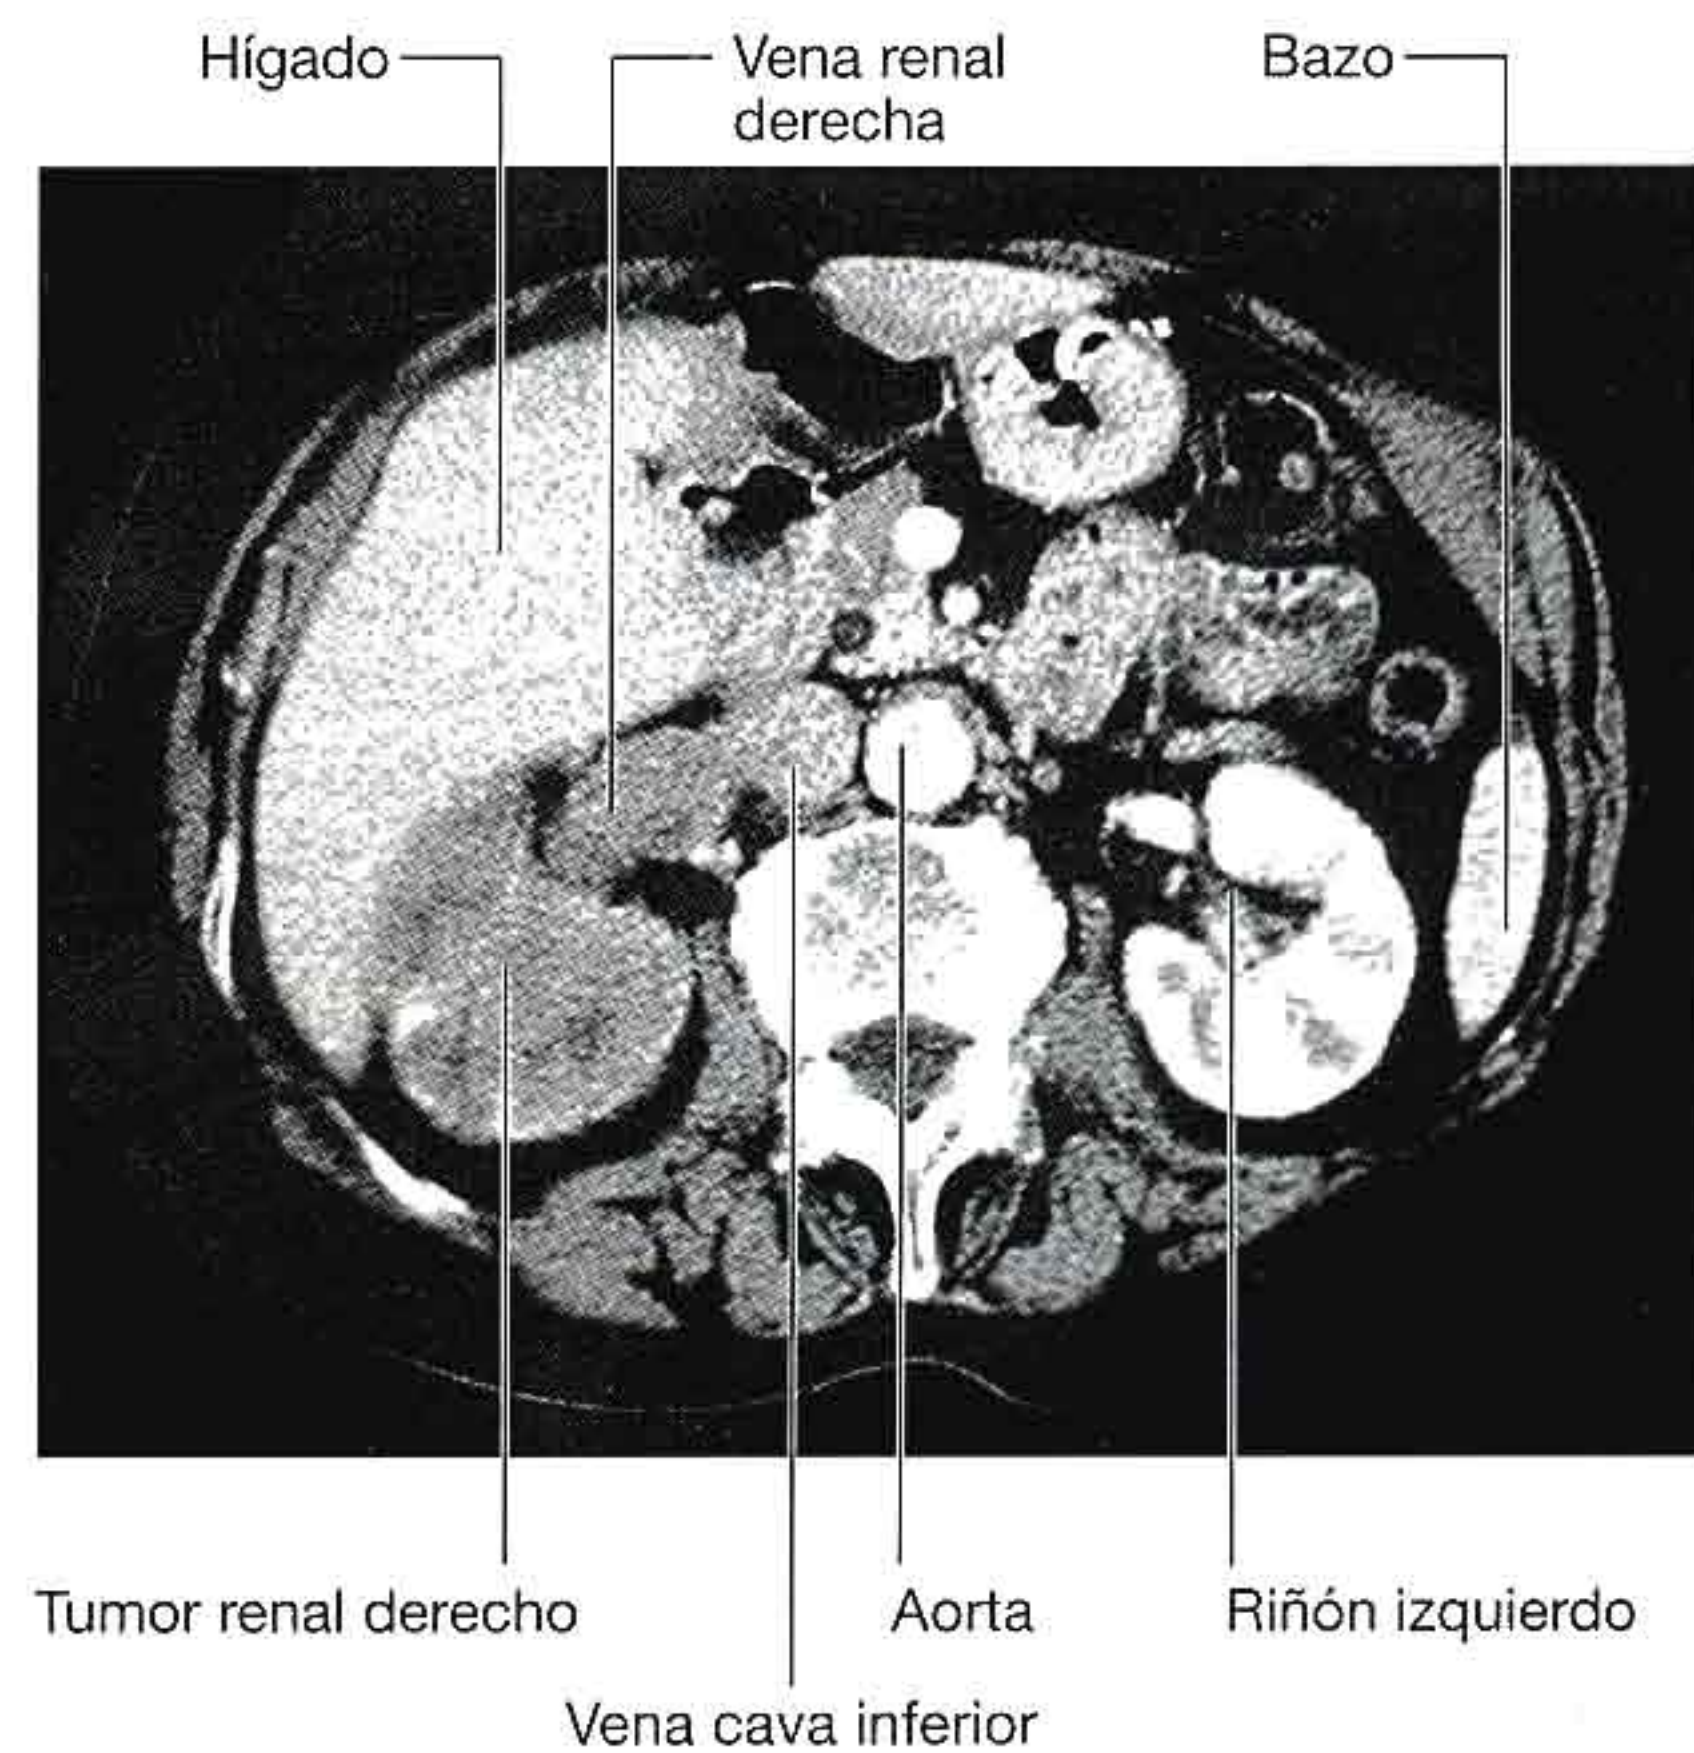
Tumor en riñón derecho invadiendo la vena renal derecha. Tomografía computarizada en plano axial.
